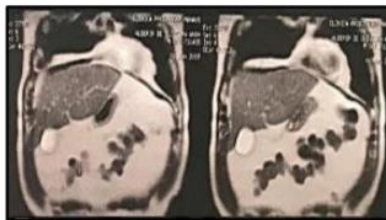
Tomografia Computadorizada (corte coronal). No fígado, imagem nodular.
